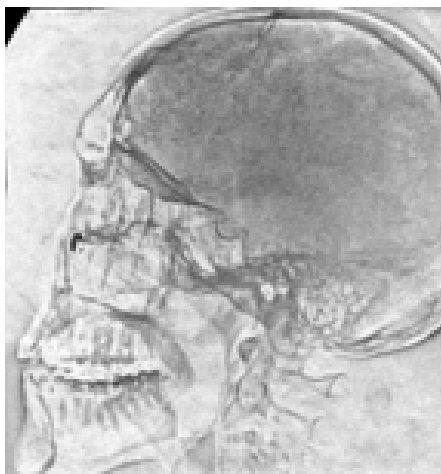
Электрорентгенограмма черепа в сагитальной проекции (пуля, вклинившаяся в лицевую и глазничную стенку верхнечелюстной пазухи).
